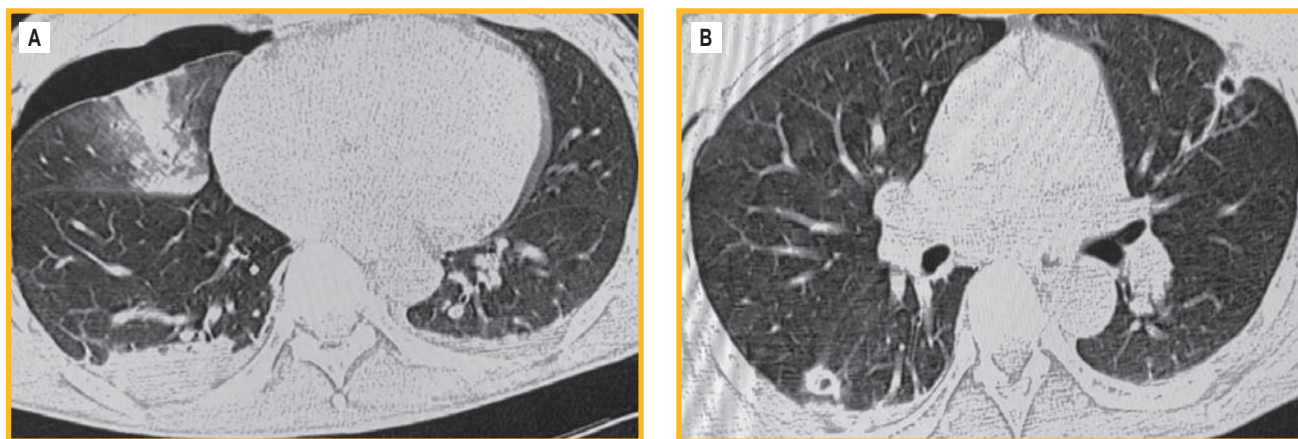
Компьютерная томограмма органов грудной клетки, поперечный срез: А — справа — консолидация легочной ткани, соответствующая участкам внутрилегочного кровоизлияния (S5, -9, -10); перифокально — «матовое стекло», правосторонний пневмоторакс в процессе дренирования, гемоторакс справа, слева (S3) — субплевральный участок уплотнения легочной ткани; В — справа и слева — субплевральные участки уплотнения легочной ткани с кавитацией
